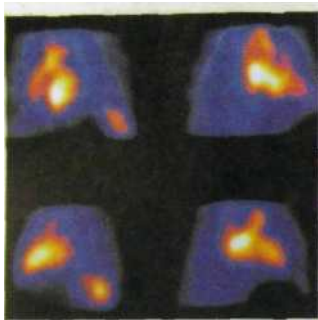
Сцинтиграфия сердца при циркуляции РФП в крови — равновесная вентрикулограмма.
